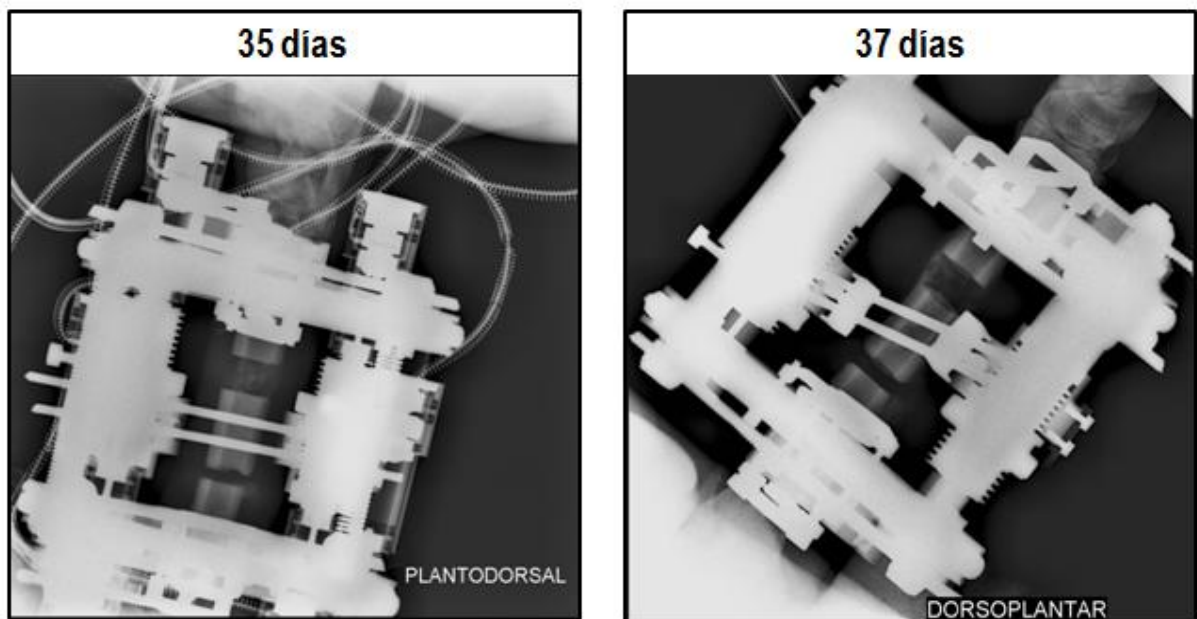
Radiografías de las ovejas correspondientes con los días 35 y 37 tras la cirugía.
